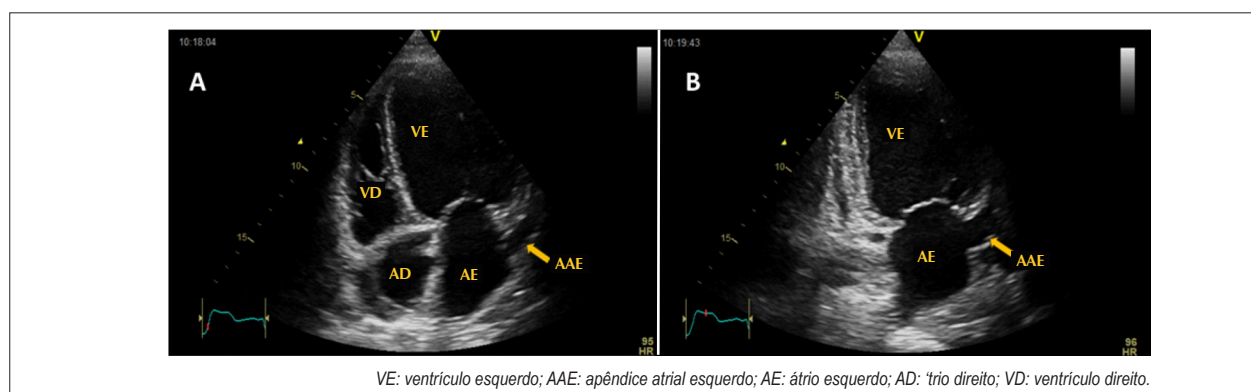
Ecocardiograma transtorácico evidenciando o apêndice atrial esquerdo em corte apical 4 câmaras (A) e corte apical 2 câmaras (B).
